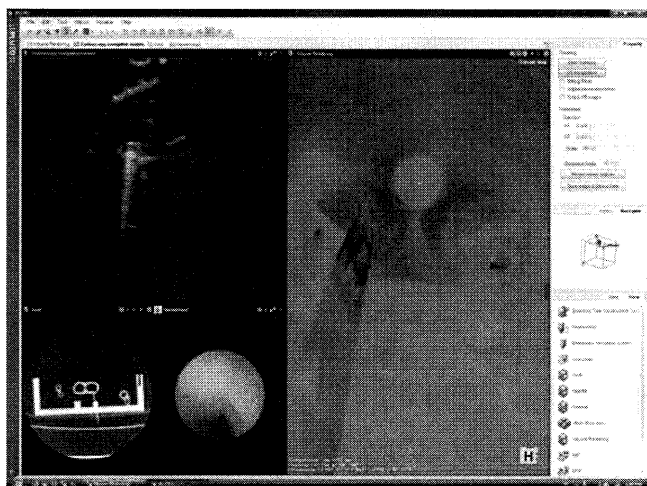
超音波気管支鏡ナビゲーションシステム図。図9(a)で観察したマーカーを超音波気管支鏡ナビゲーションシステムで観察。図の右部が仮想化気管支鏡像、左上部が超音波画像原画像、左部左下がCT像のAxial画像、左部右下がカメラ画像である。
